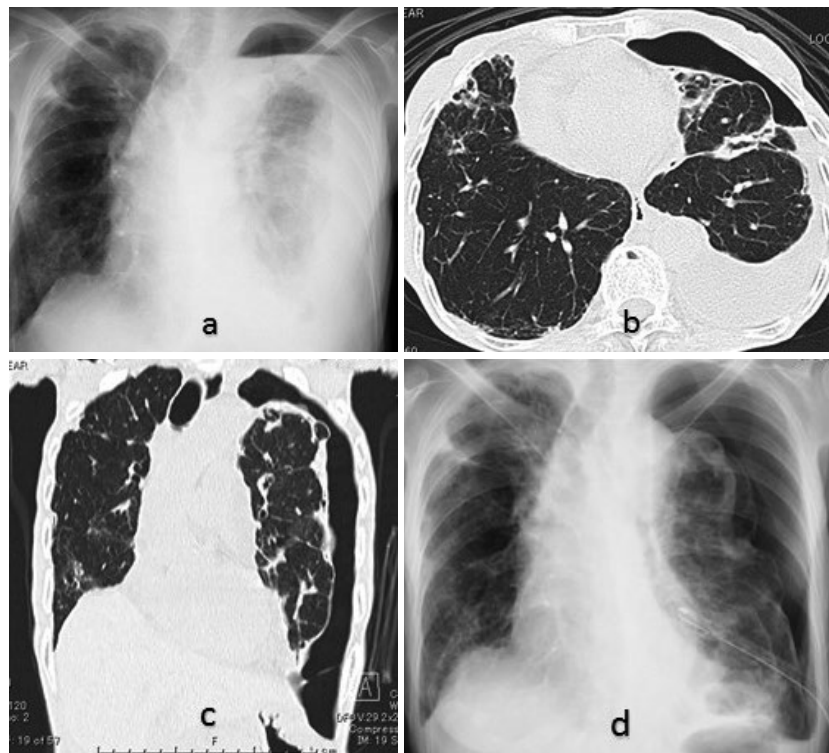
(a) 前医の初診から1週間後の胸部X線写真、左気胸と多量の胸水を認める。(b, c) 当院への入院時の胸部単純CT (b: 水平断, c: 冠状断). 左肺の臓側胸膜の肥厚を伴った左気胸と胸水貯留に加え、両肺に浸潤影や気管支拡張像が散在していた。(d) 当院で胸腔ドレナージ実施後の胸部X線写真、ドレナージ後も左肺は虚脱していた。
